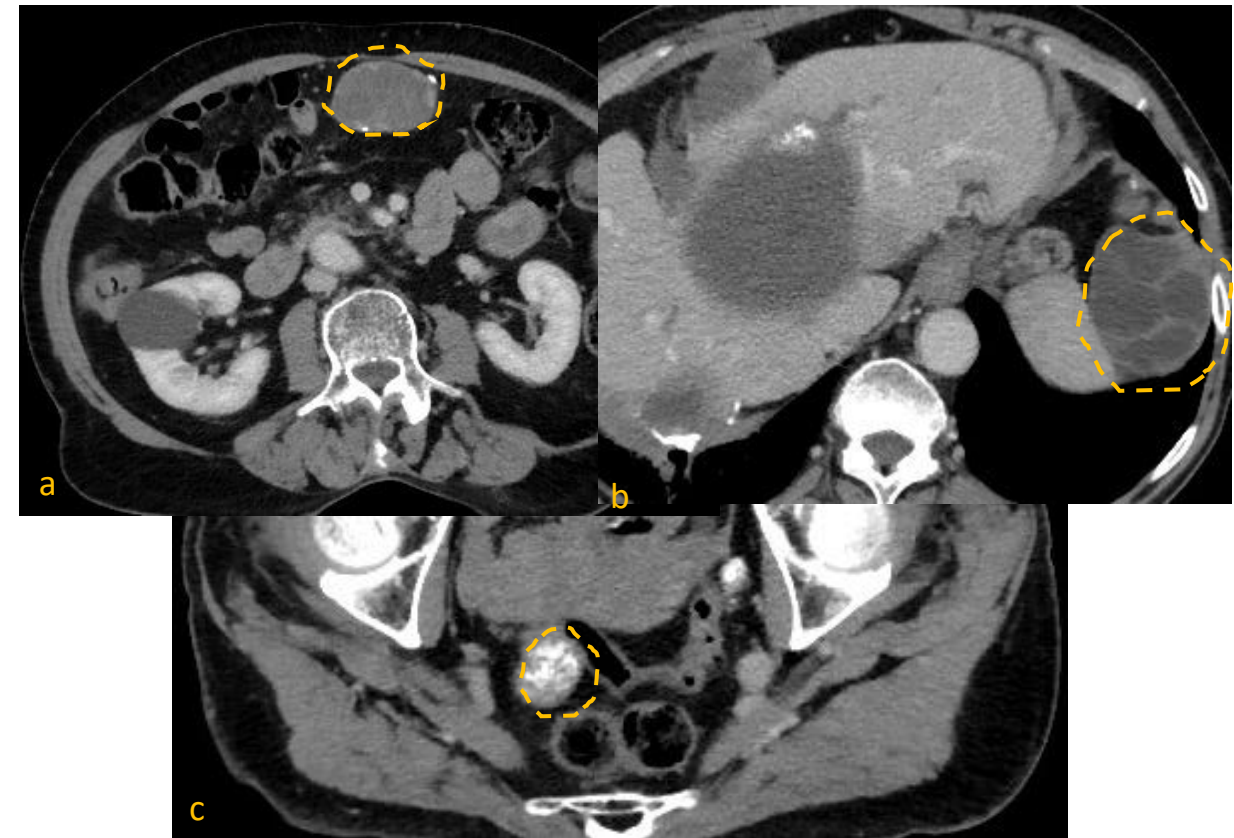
Imágenes de TC que muestran un quiste con calcificaciones periféricas (a), un quiste hidatídico con vesículas hijas en el espacio subfrénico izquierdo, con impronta sobre el bazo (b) y un quiste con calcificaciones distróficas en pelvis, adyacente a la pared del sigma (c)
